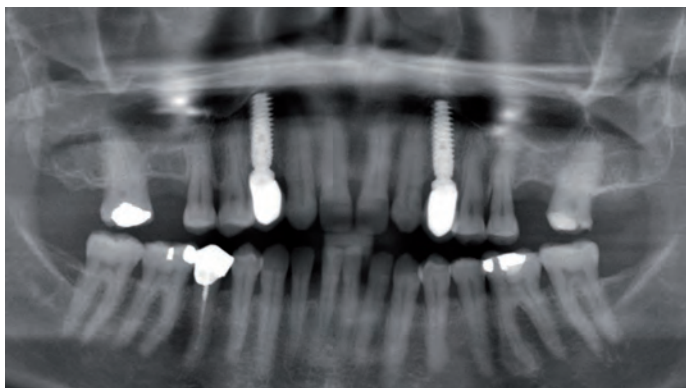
Панорамная рентгенограмма, сделанная через 1 год после операции
